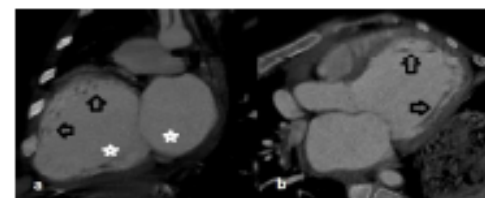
Cardiac MRI revealed increased trabeculation secondary to dilated cardiomyopathy
